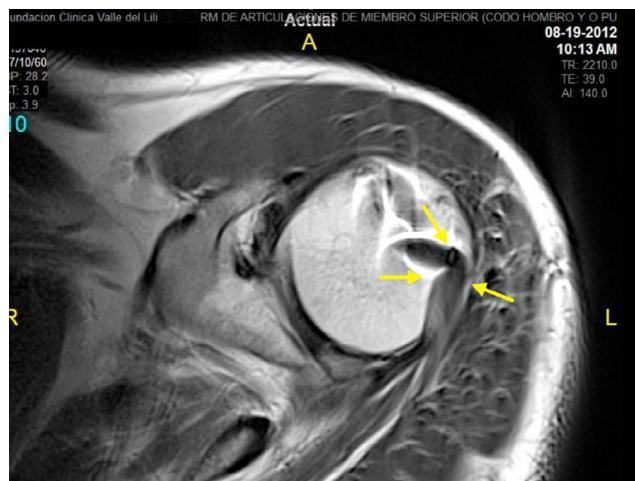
Control por resonancia magnética a los 6 meses de la transferencia del *latissimus dorsi* a la inserción del infraespínoso. El tendon se observa viable e inserto en el hueso.
